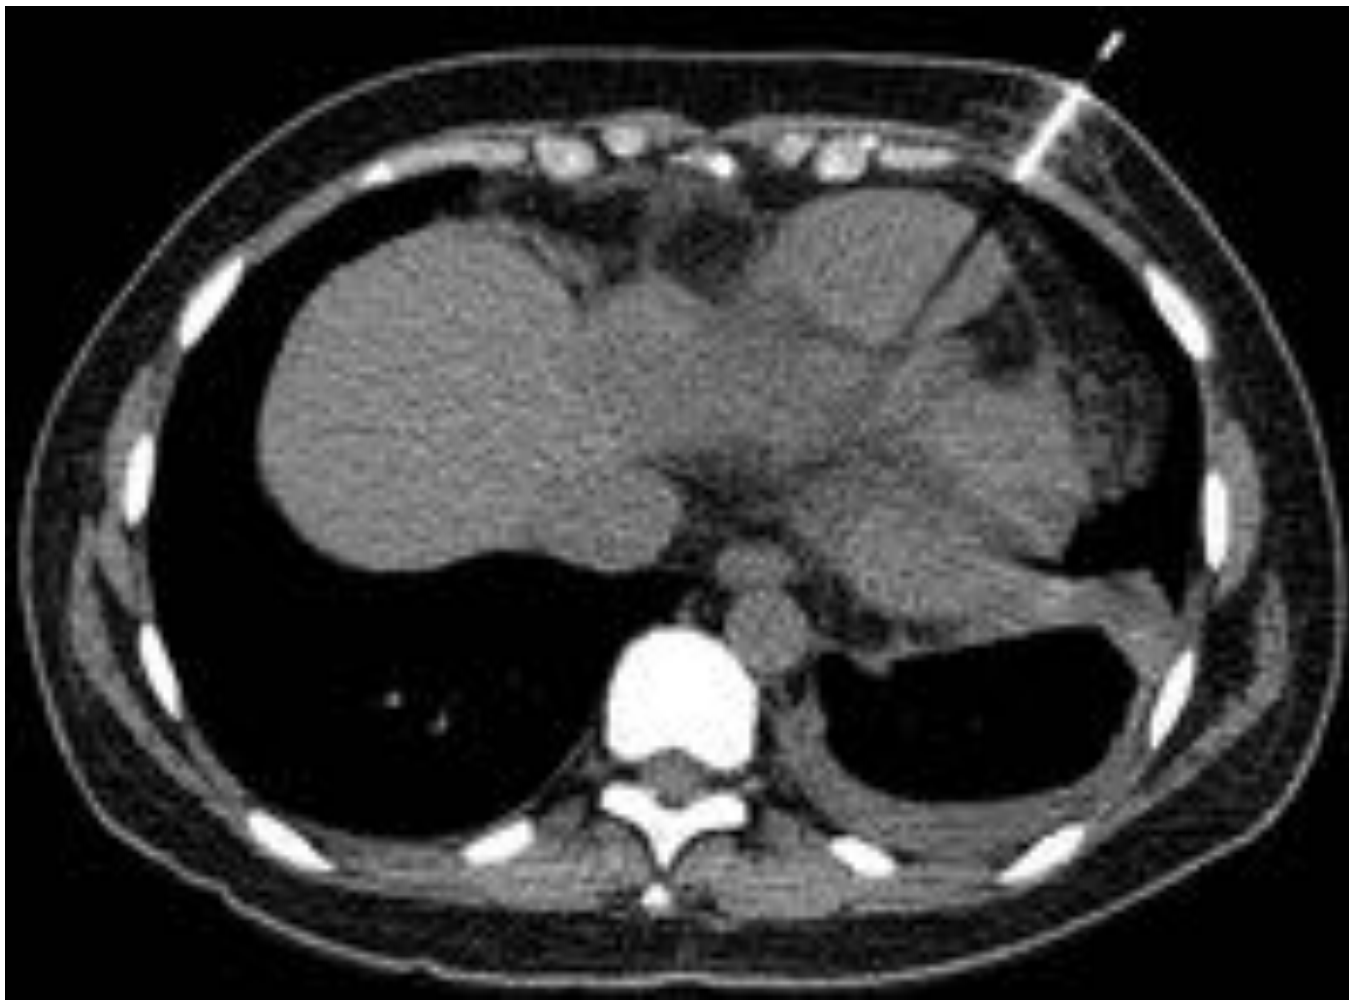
PAAF ANGIOSARCOMA PERICÁRDICO – TC torácico sin contraste endovenoso. Punción aspiración con aguja fina (PAAF) de lesión pericárdica.
